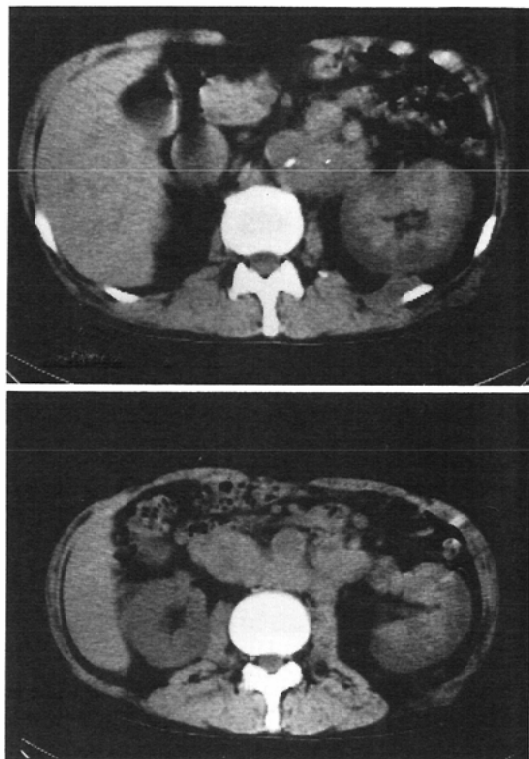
A. Non-enhanced CT scan shows ill defined high density area in the left renal medulla and enlarged left renal vein and inferior vena cava in which contains soft tissue density.
